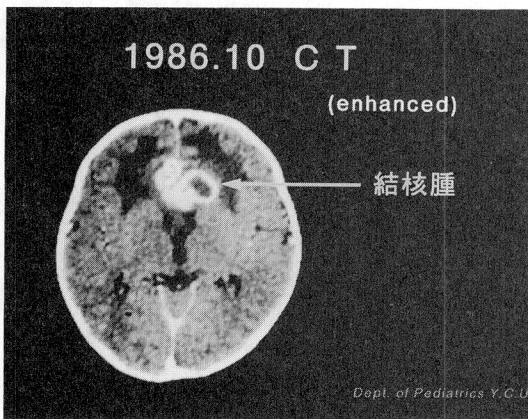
Brain CT scanning (Oct. 1986) representing multicystic tuberculoma around hypothalamus.
